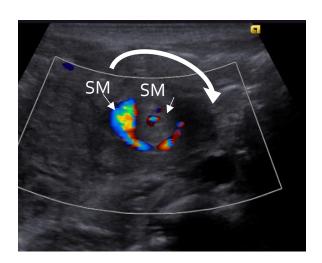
腸回転異常の超音波検査所見(上腹部正中横断像)
